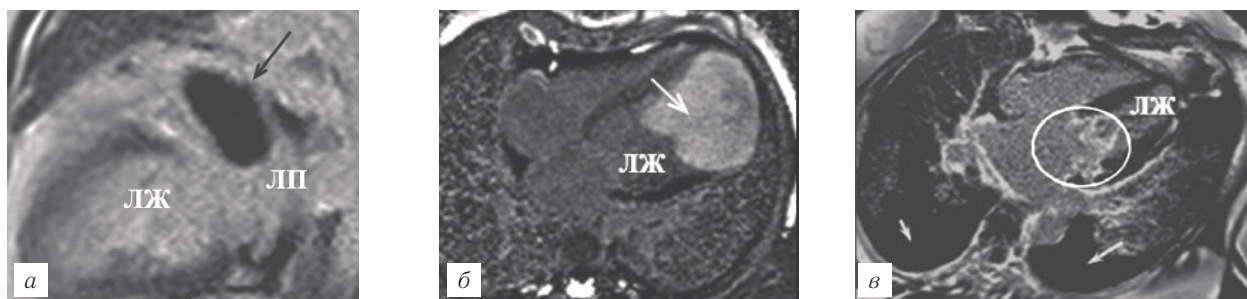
МРТ с контрастированием, последовательность PSIR. Особенности отсроченного МР-контрастирования: *а* — срез зоны интереса; тромб в ушке левого предсердия (стрелка); *б* — срез в 4-камерной плоскости левого желудочка. Опухоль (гамартома) миокарда левого желудочка у ребенка 6 мес (стрелка), обширное поражение миокарда верхушки, почти всей задней и задненижней стенки левого желудочка; *в* — срез в 4-камерной плоскости левого желудочка. Саркома левого желудочка (обведена), выпот и сепарация листков перикарда, выпот в плевральной полости (стрелки). ЛП — левое предсердие, ЛЖ — левый желудочек.
